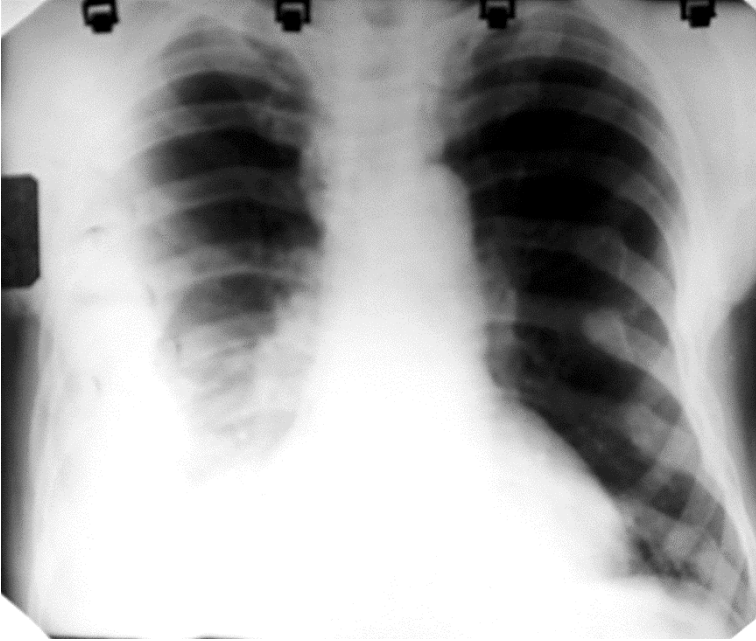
Пряма оглядова рентгенограма. Перший тип рентгеноморфологічного синдрому плеврального випоту
